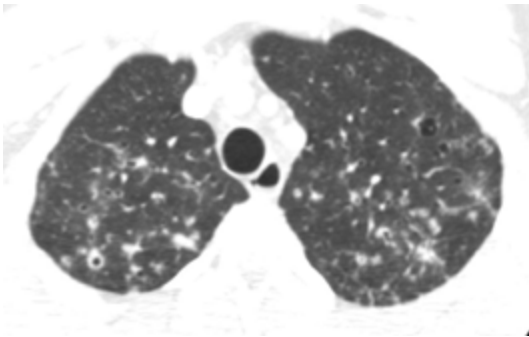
TDM : histiocytose langerhansienne pulmonaire : aspect typique associant nodules, nodules troués, kystes à paroi épaisse et kystes à paroi mince.
